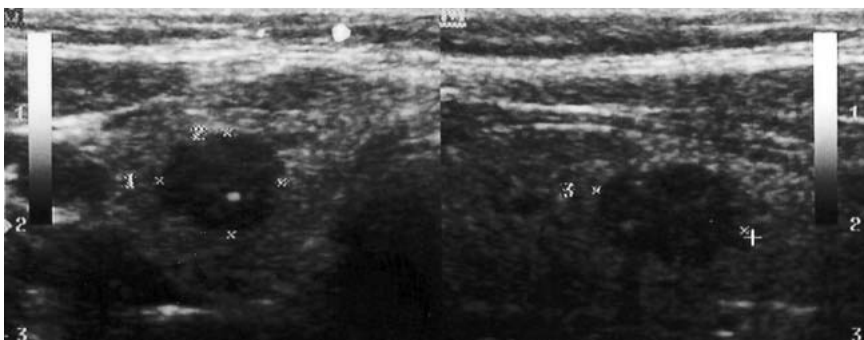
B-Mode-Sonografie eines C-Zell-Karzinoms im rechten Schilddrüsenlappen (links Transversal- und rechts Longitudinalschnitt). Die für diese Karzinome typischen sonomorphologischen Charakteristika sind hier alle zu finden: echoarm-inhomogene Struktur mit kleinen echoreichen Binnenherden, leicht unregelmäßige Randbegrenzung bei fehlendem „Halo“-Zeichen.
